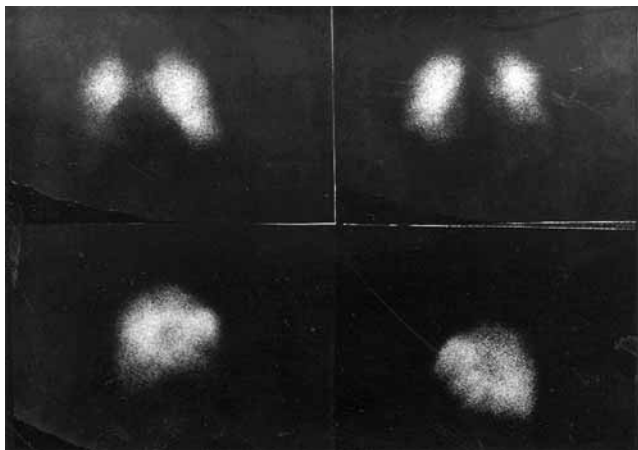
Данные комплексного радионуклидного исследования легких с ^{99m}Tc МАА больной К. Локальное нарушение вентиляции, бронхиальной проходимости, диффузионной способности и капиллярного кровообращения в средней и нижней долях правого легкого.
